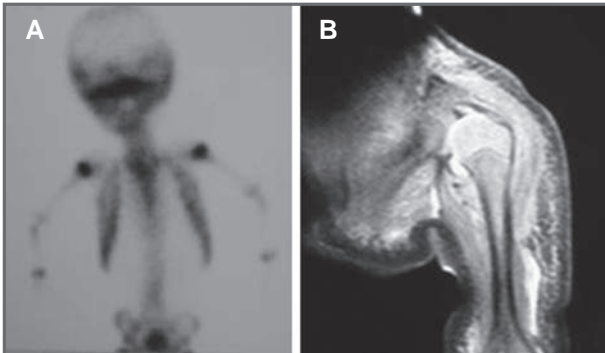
A. Gammagrafía en la que se aprecia un aumento de captación en los hombros. B. RM de señal hiperintensa que muestra el derrame articular.
